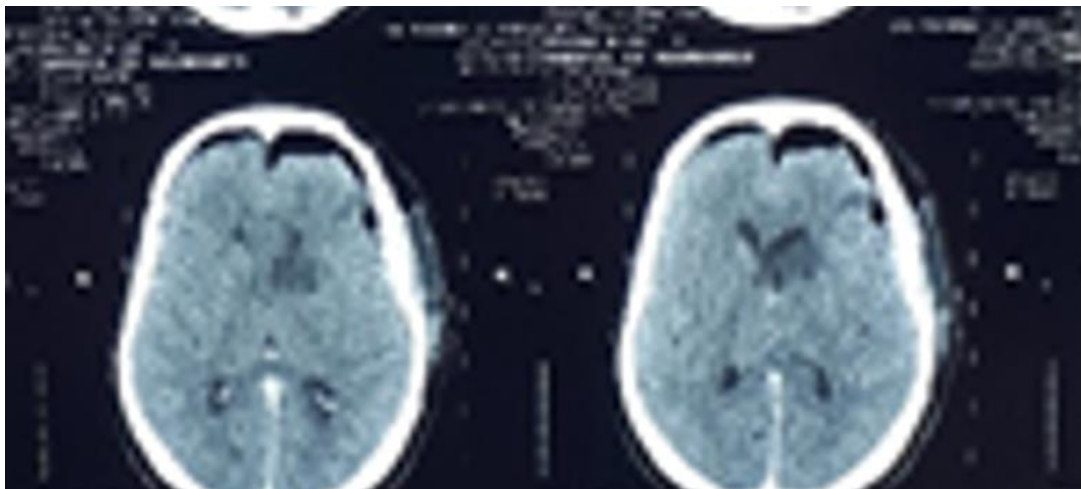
TDM cérébrale postopératoire – coupes axiales sus-tentorielles – sans injection de produit de contraste, montrant un parenchyme cérébral homogène et un système ventriculaire de taille conservée, sans hémorragie intracrânienne ni effet de masse.
